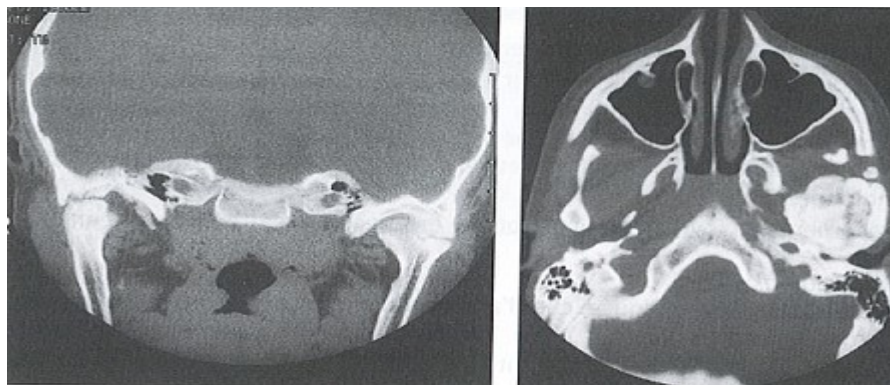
ankylose visible sur des TDM (9)
